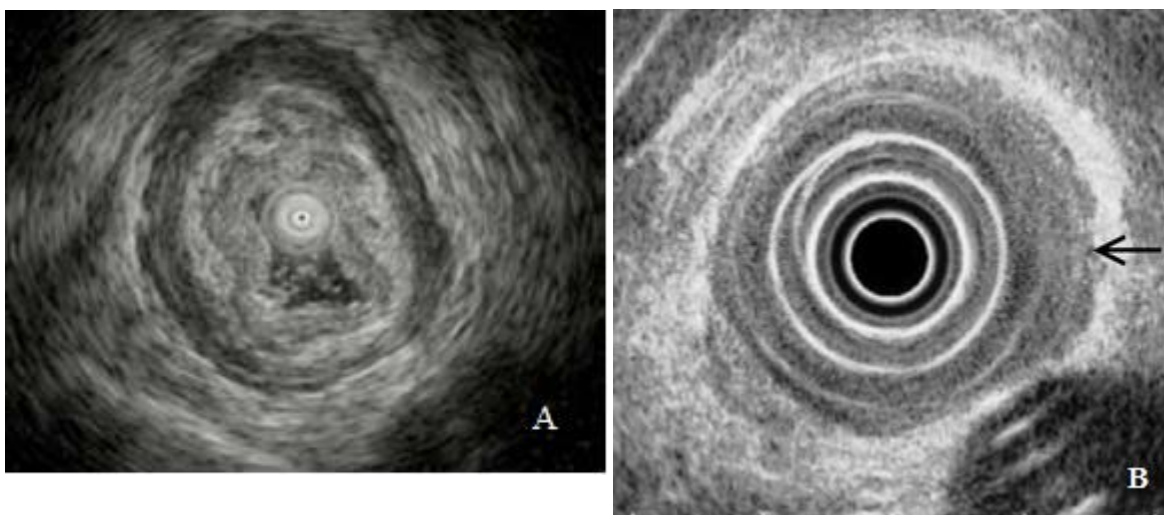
Ecografia endoscopică esofagului în normă (A) și în cazul adenocarcinomului răspândit în toată grosimea muscularis propria – săgeată (B)
